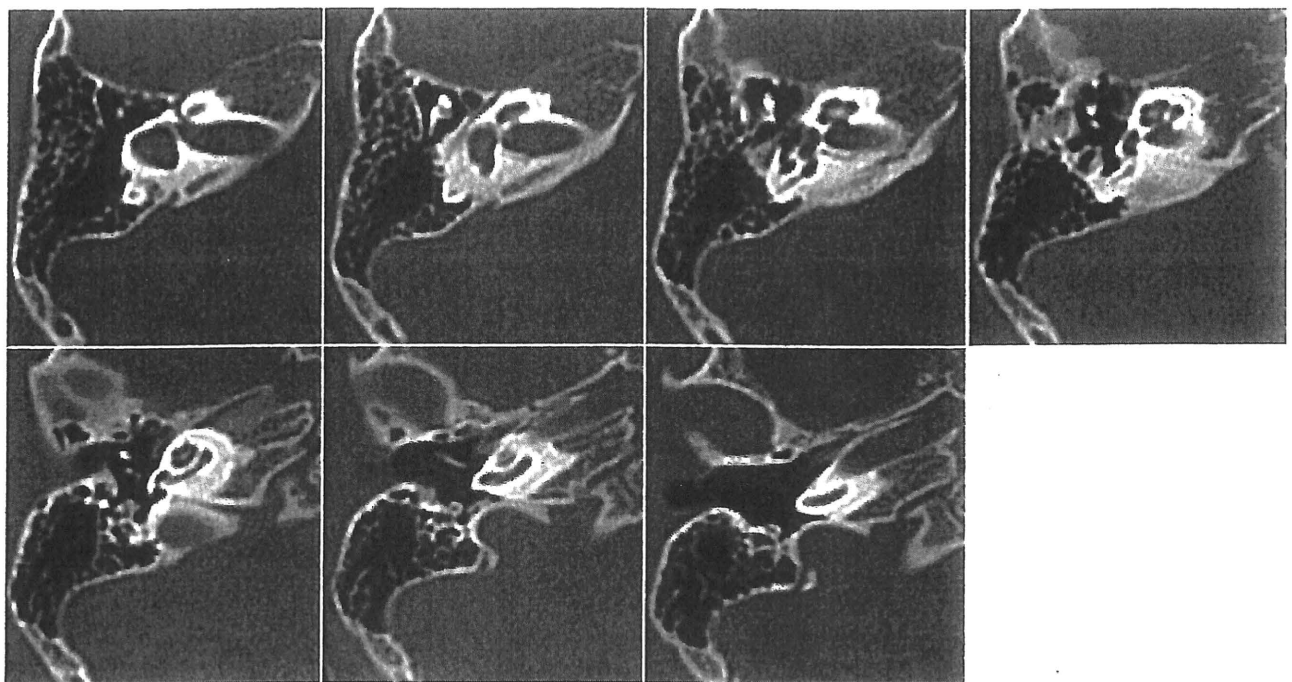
症例 1 (髄膜炎後 2 年 4 カ月時) の右軸位断 CT
